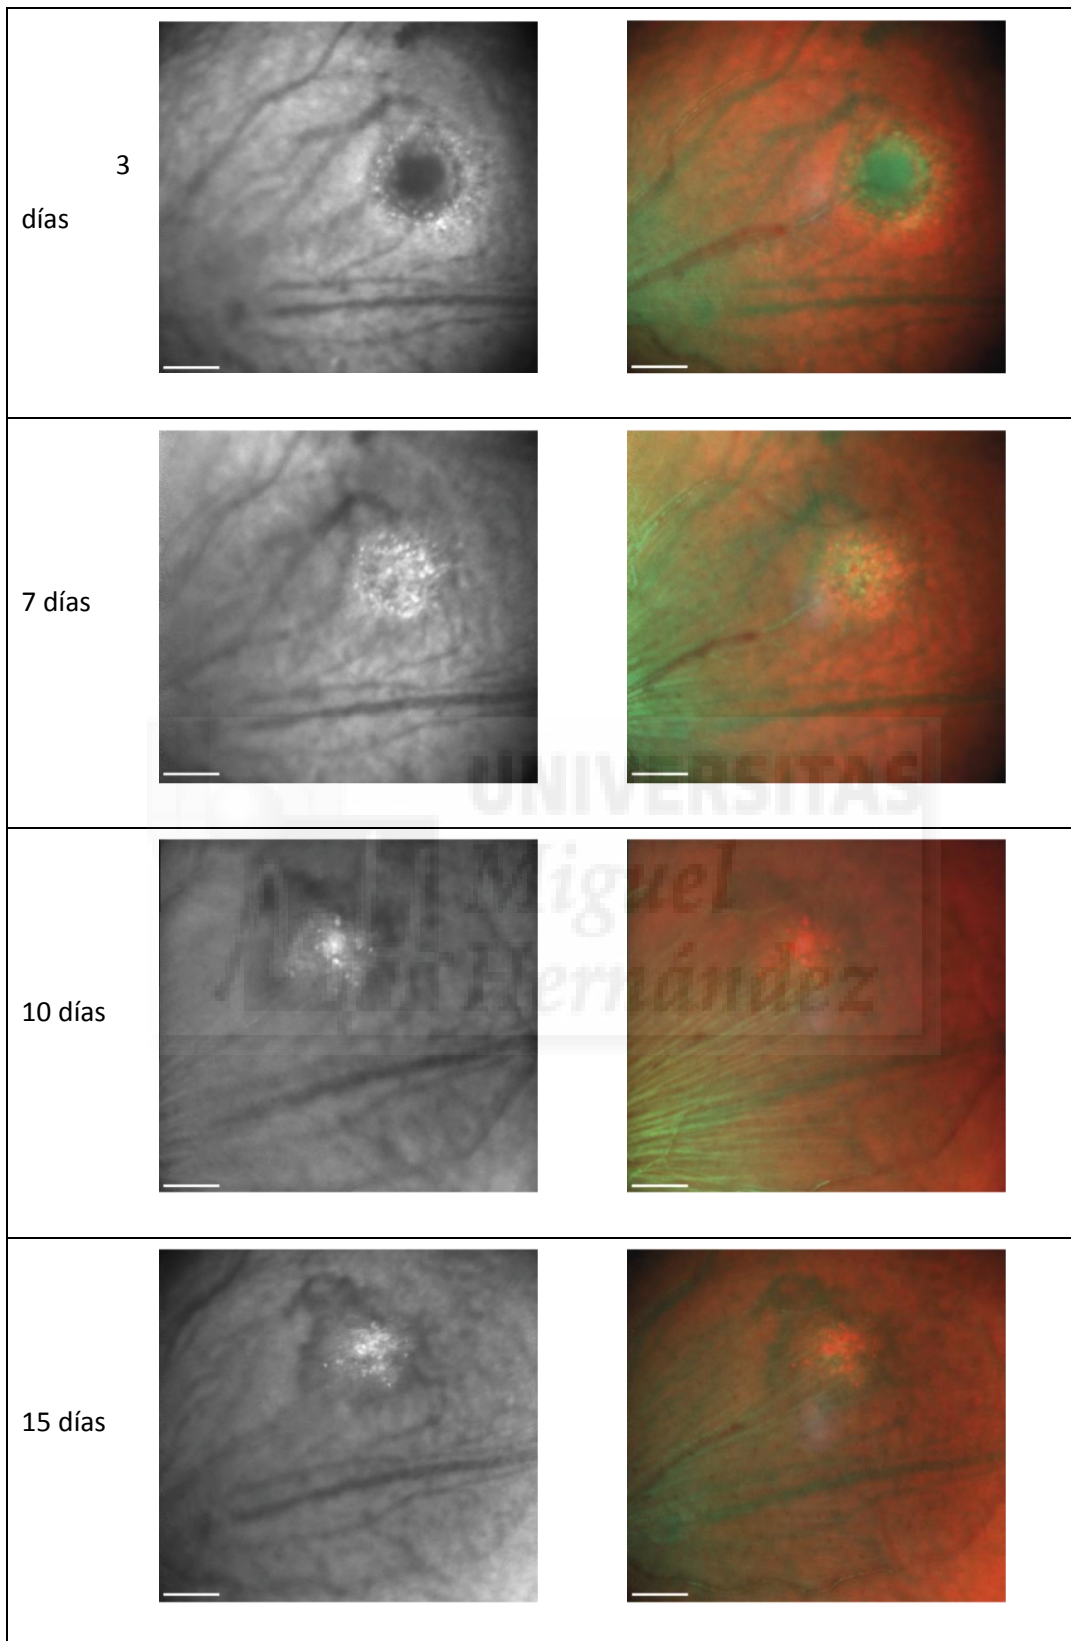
Evolución de la lesión con láser a 7,5cm. Imágenes tomadas por tomografía de coherencia óptica. A la izquierda se muestran las imágenes generadas por el uso del láser infrarrojo y a la derecha las imágenes multicanal a 3, 7, 10 y 15 días desde el día de lesión. Barra de escala: 200 μ m
